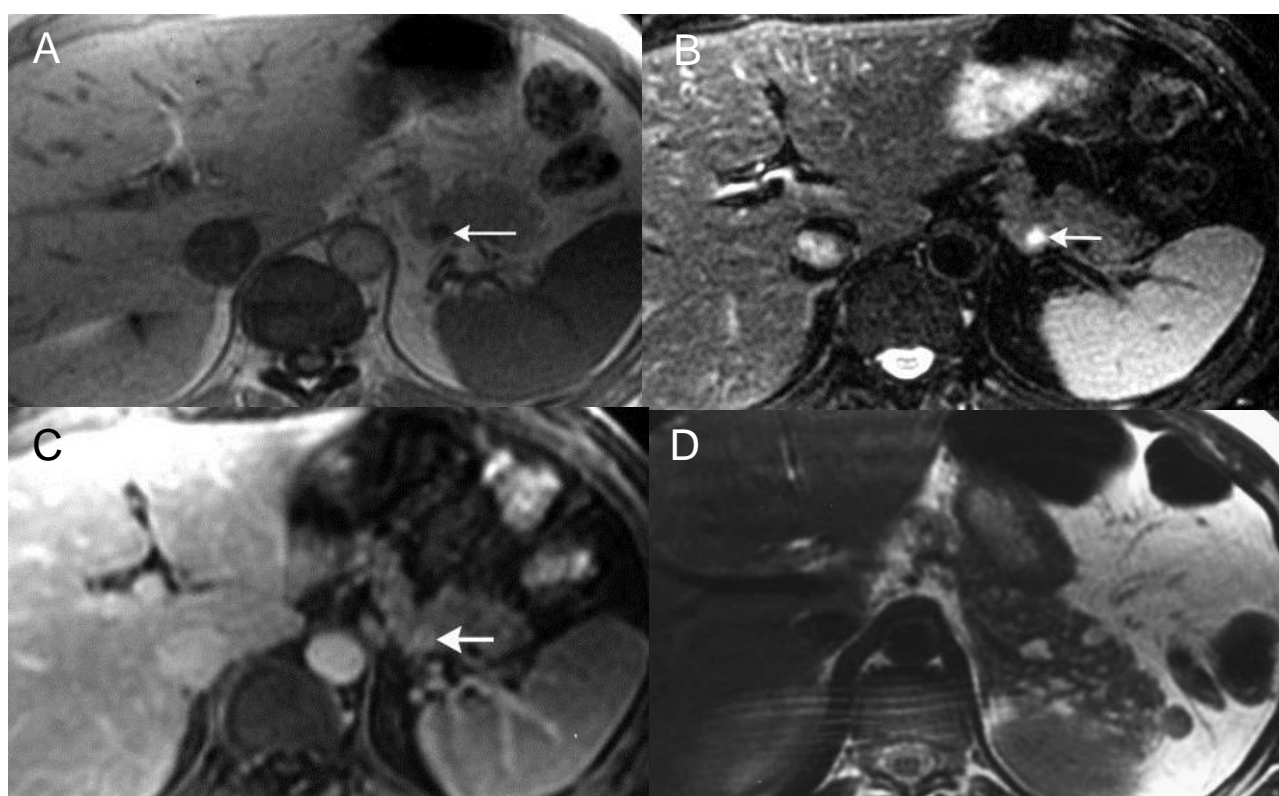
(A-C) : Tumeur endocrine pancréatique unique (insulinome) en IRM. (A) séquence T1 axiale avec saturation de graisse : hyposignal T1 de la tumeur (B) Séquence T2 axiale avec saturation de graisse : hypersignal T2 de la tumeur (C) Séquence T1 injectée : rehaussement intense de la lésion (D) : Multiples tumeurs endocrines pancréatiques disséminées sur la pancréas en IRM séquence T2.
